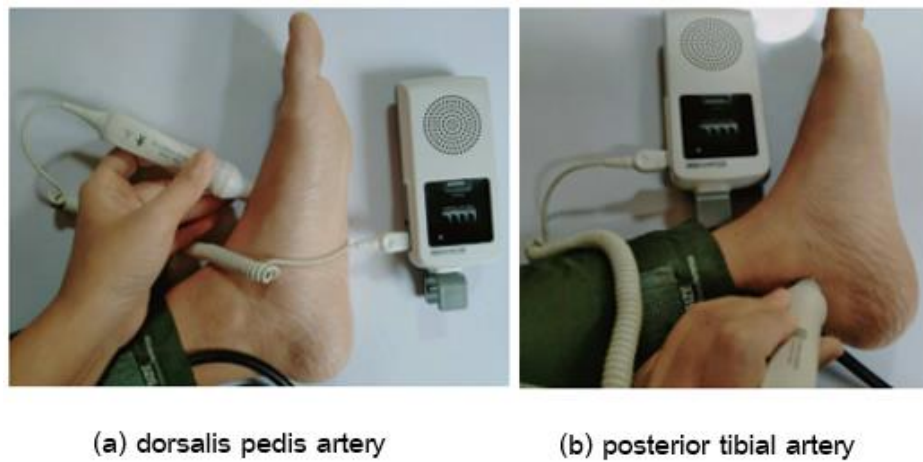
Placement of blood pressure cuff above pulse and a Doppler probe over arterial pulse.
